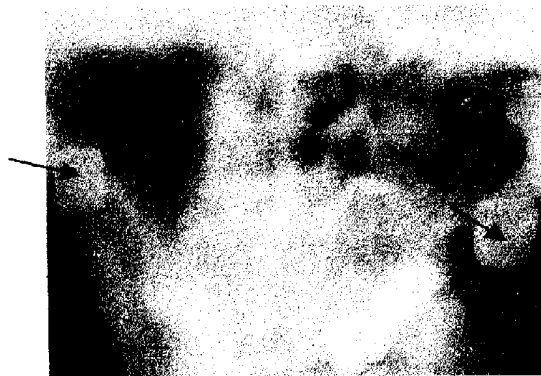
Ортопантомограма нижньої щелепи хворого С. після видалення обох гілок, на суглобові відростки надіті металеві ковпачки (помічено стрілками)
